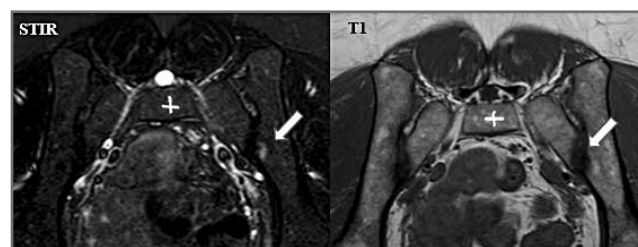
МРТ КПС в режиме STIR и T1 (аксиальный срез).
